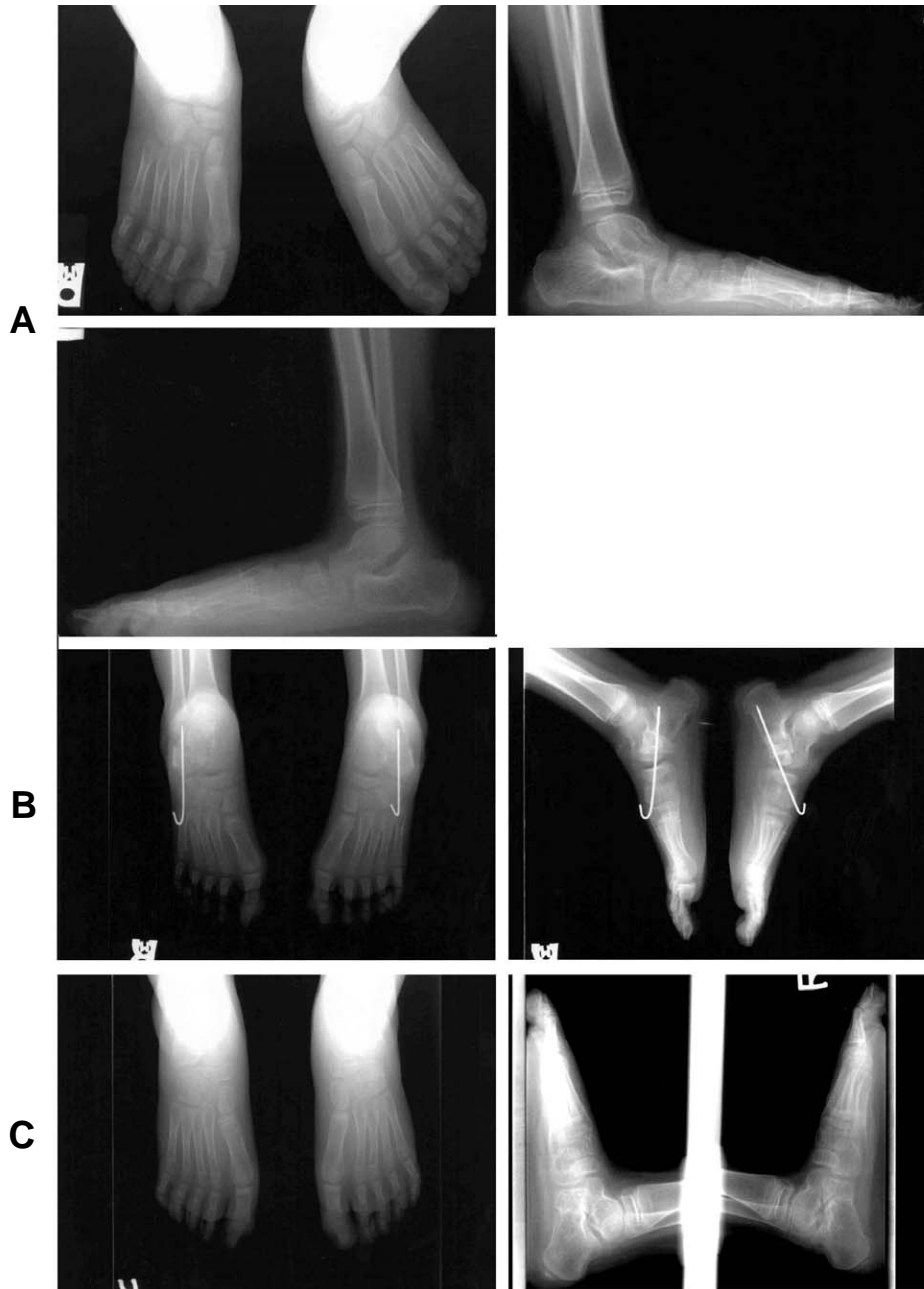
Anteroposterior and lateral radiographs of both feet of 9-year-old boy (A) Preoperative radiograph (B) Immediate postoperative radiograph (C) 1 year after calcaneal lengthening.
